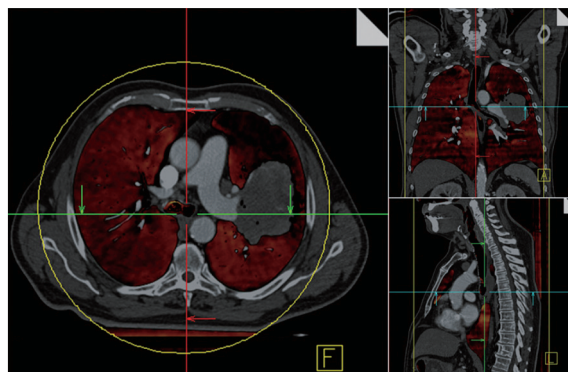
通过双能量 CT 增强扫描检测左肺非小细胞肺癌(NSCLC)患者肺灌注容积,图像包括横断面、冠状面和矢状面,灌注缺损区由伪彩覆盖。肿瘤周围可见大面积灌注缺损,可能是肺血管阻塞所致(图像由荷兰 Maastricht 大学医学中心放射肿瘤学系 MAASTRO 医院的 Wouter van Elmpt 和荷兰 Maastricht 大学医学中心放射科的 Marco Das 提供)
